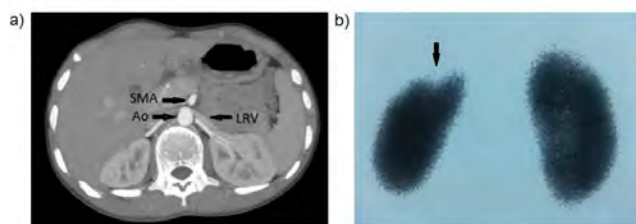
Computed tomographic venogram shows compression of left renal vein (LRV) between superior mesenteric artery (SMA) and abdominal aorta (Ao)(A). Postero-anterior 99mTc-dimercaptosuccinic acid scintigraphy demonstrates scarring on the upper pole of the left kidney.(B).
